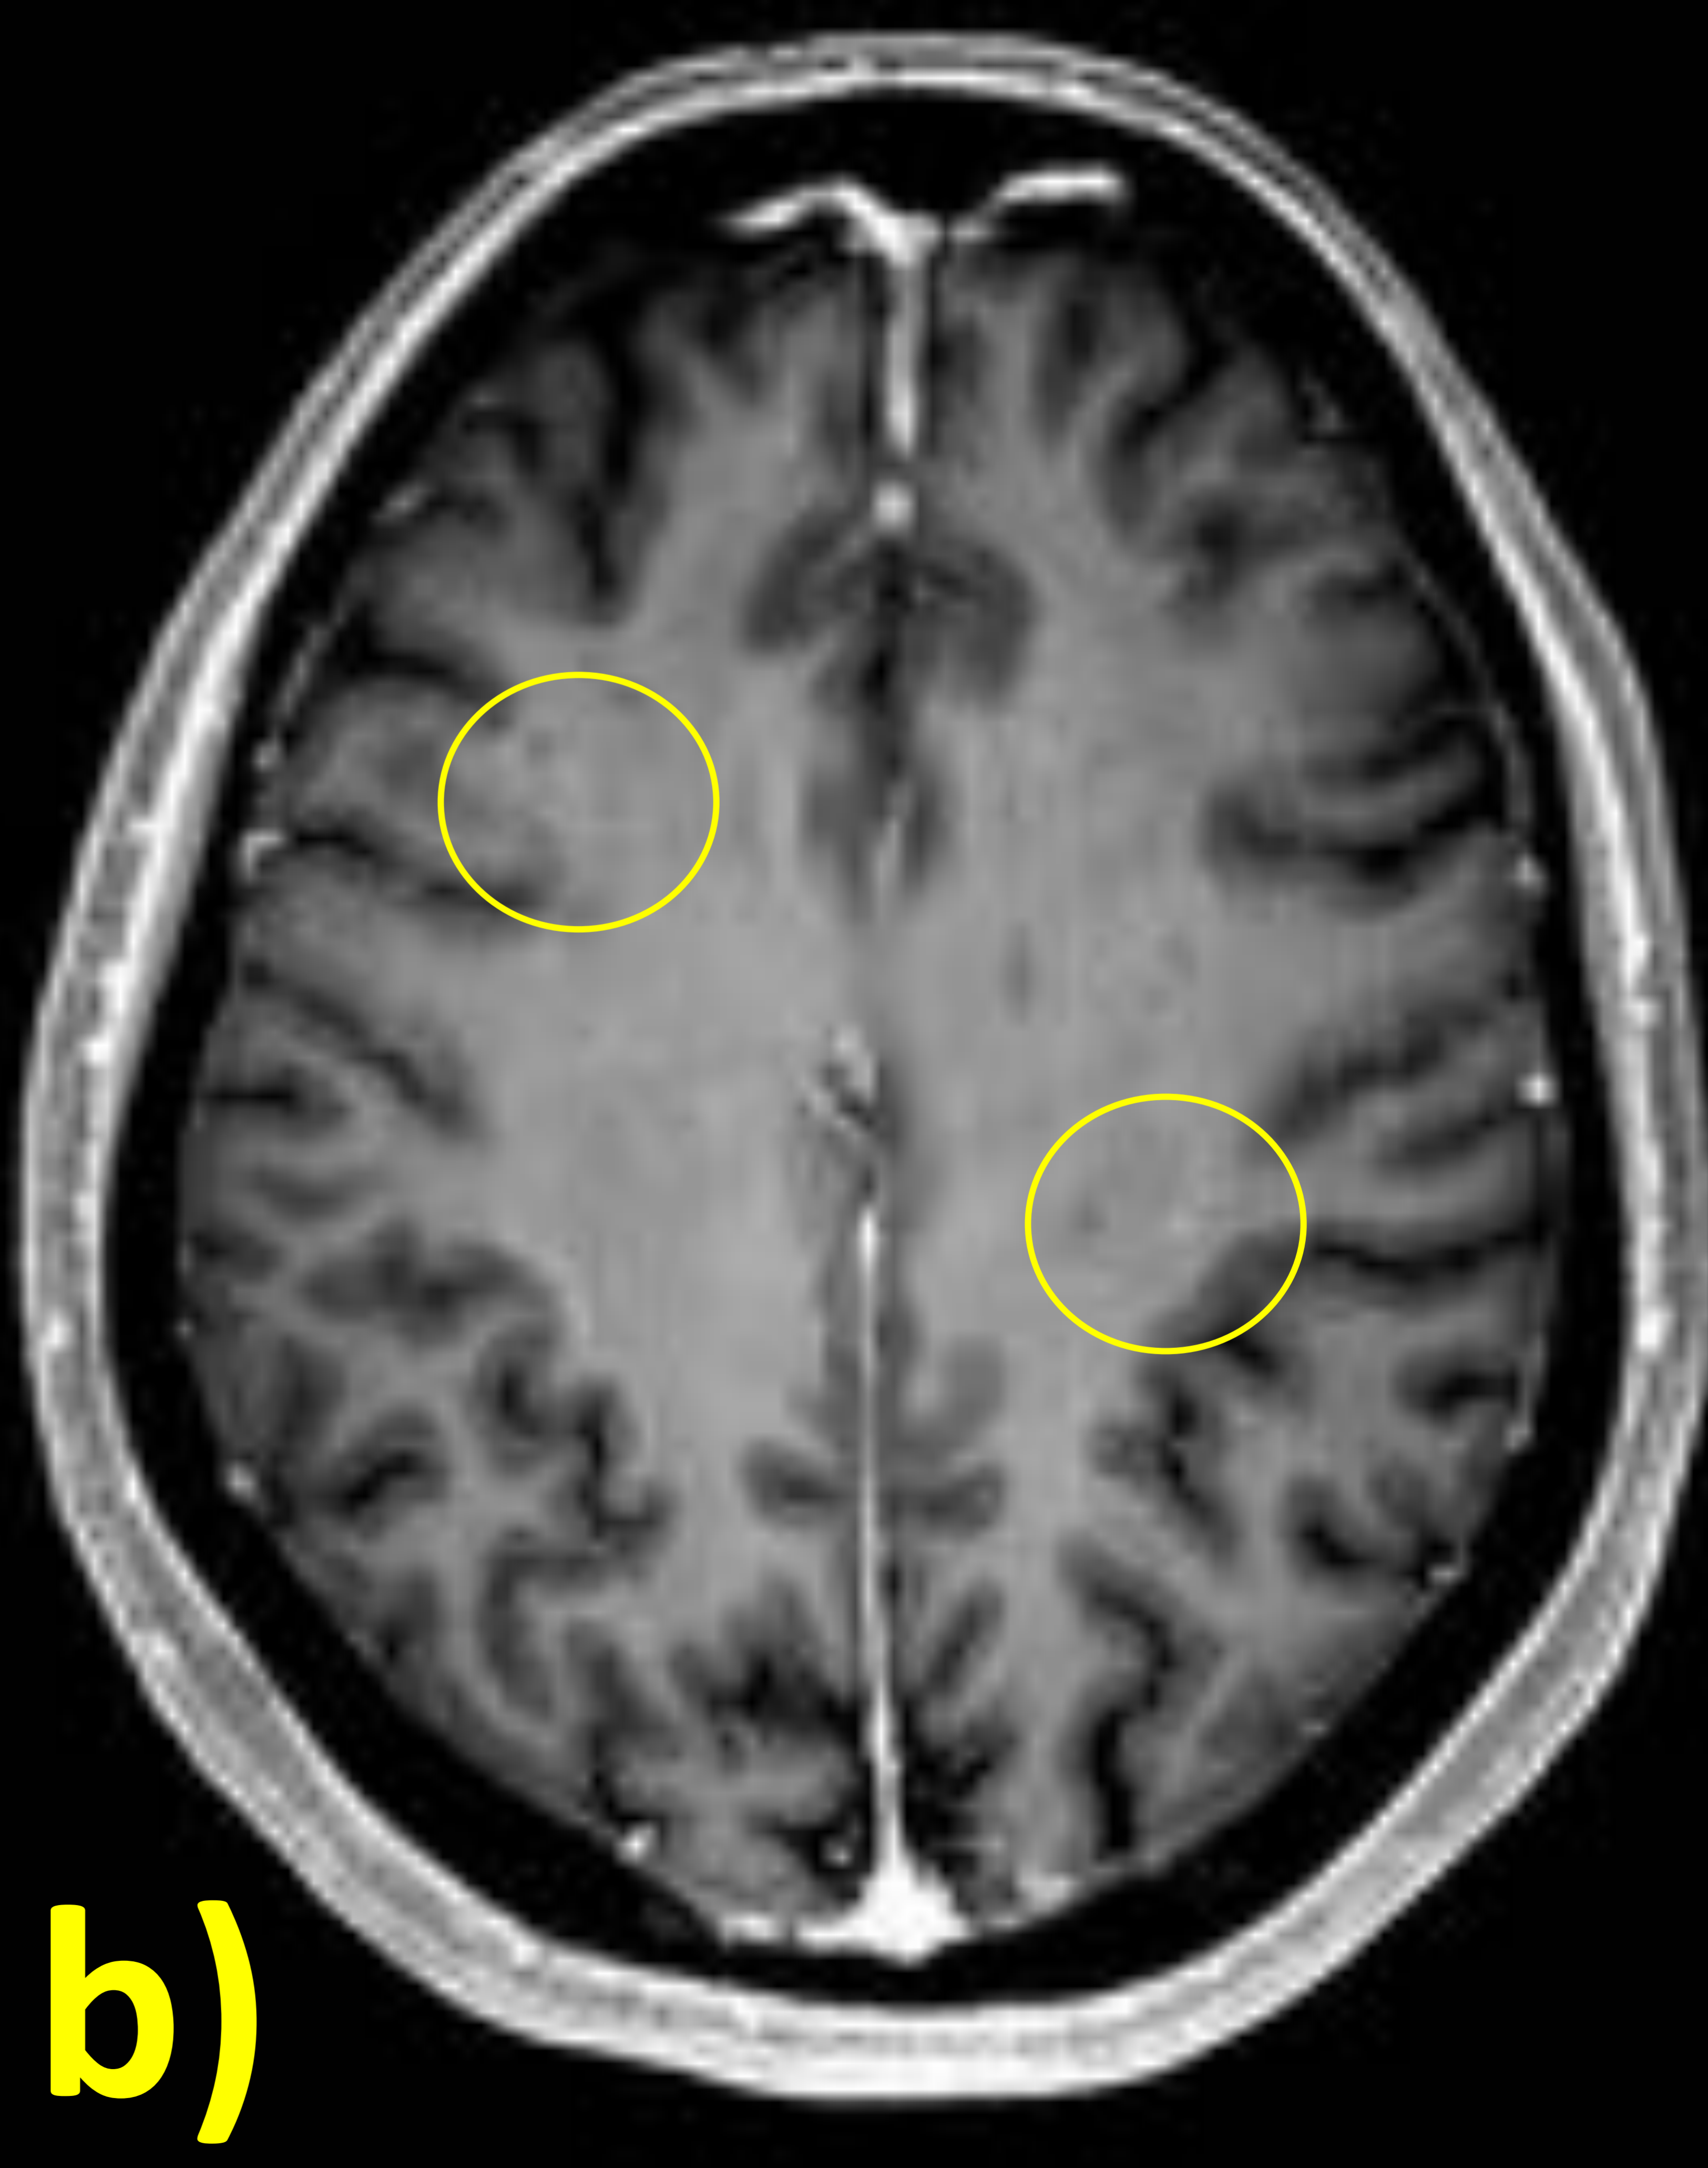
RM de seguimiento de EM. La valoración conjunta de a) SWI C+ y b) T1WI C+ pone de manifiesto 2 lesiones desmielinizantes agudas: frontal derecha y parietal izquierda.
